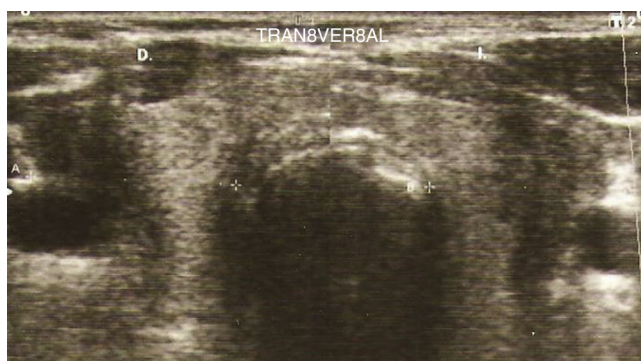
Ecografía tiroidea del paciente en proyección transversal que muestra una densidad heterogénea de la glándula, zonas hipocogénicas y un nódulo mixto de predominio quístico en el lóbulo derecho.
